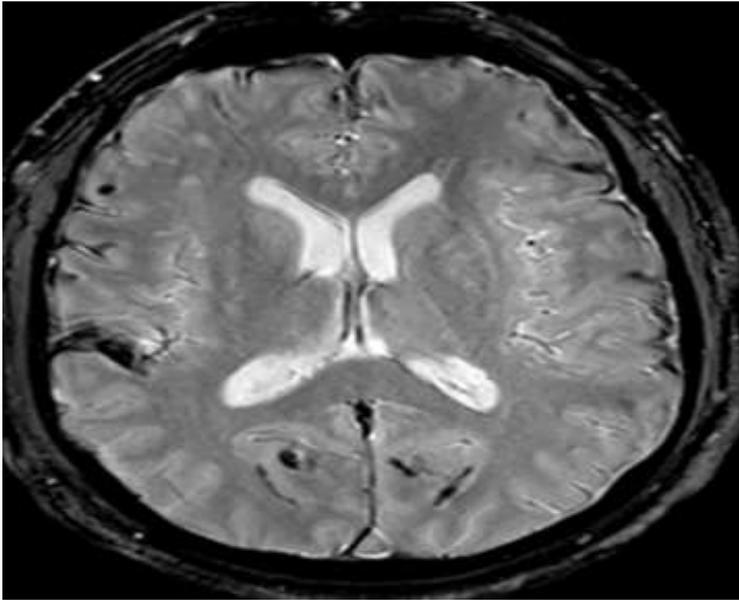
dépôts d'hémosidérines au niveau corticale à l'IRM cérébrale en séquence T2*
